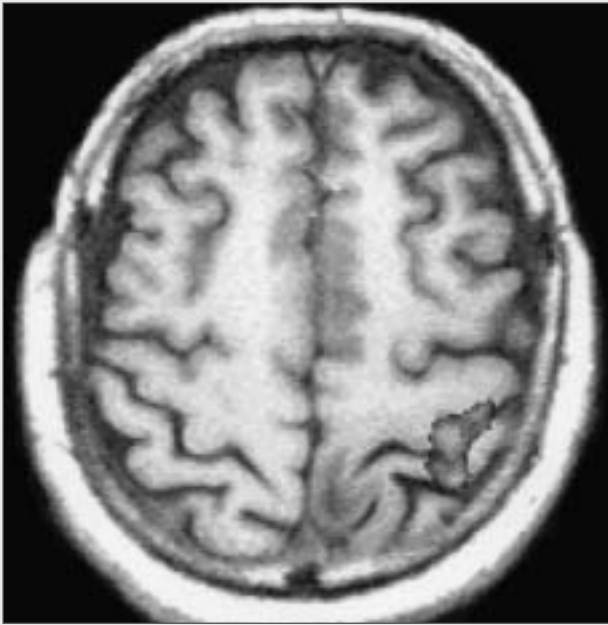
IRM fonctionnelle durant mouvement de la main D. Le changement du signal magnétique de la désoxyhémoglobine est calculé et visualisé (en rouge) sur le cortex moteur de l'hémisphère G.
